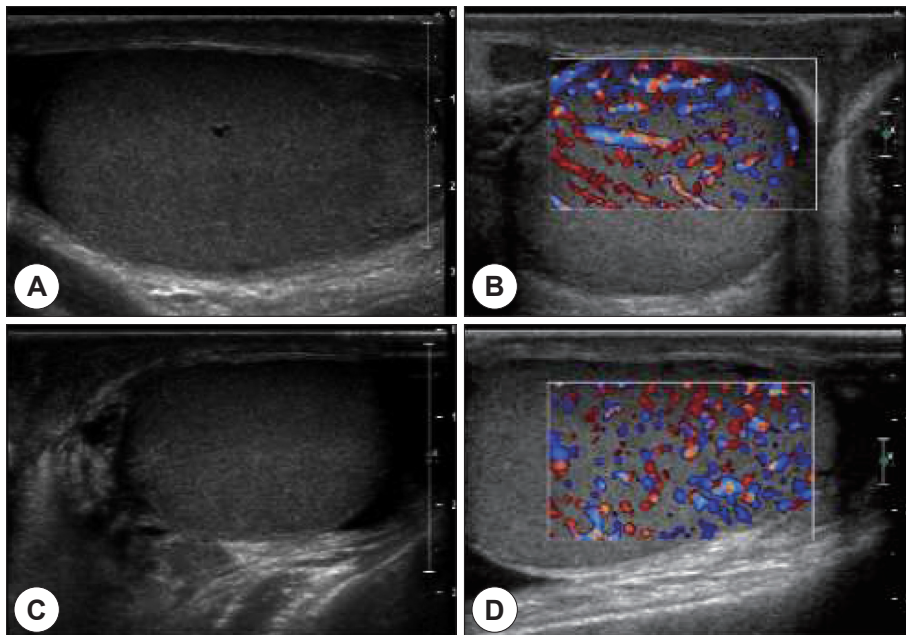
A : Ultrasonographic finding shows enlarged right testis in acute phase. B : Color Doppler ultrasonographic finding shows increased blood flow in right testis. C : Ultrasonographic finding shows enlarged left testis in acute phase. D : Color Doppler ultrasonographic finding shows increased blood flow in left testis.
